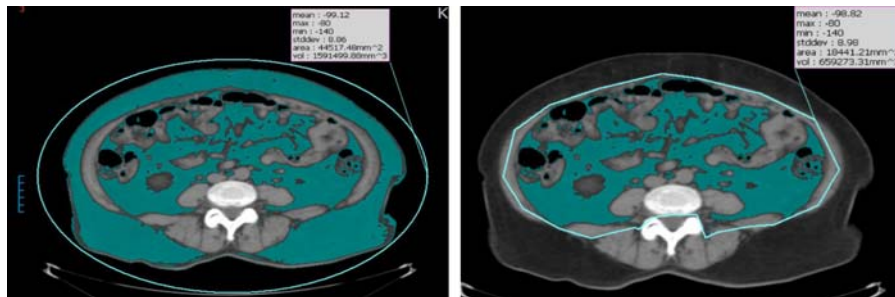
Abdominal CT image at lumbar 4-5 level.
